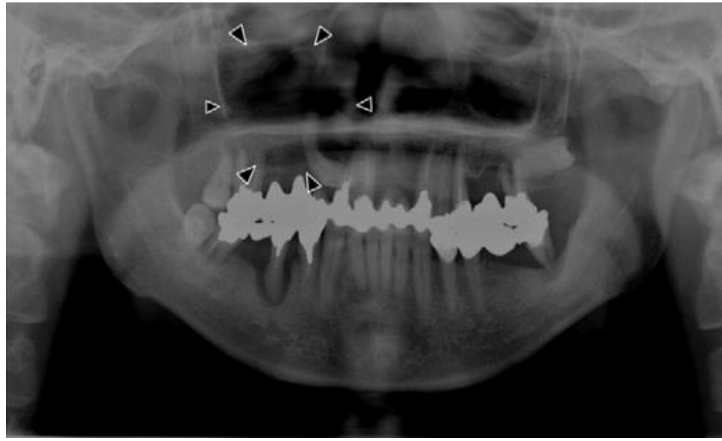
Ortopantomografia evidenciando a presença de um canino maxilar direito incluído e de uma lesão osteolítica, pouco definida, na região infraorbitária direita. Adaptado de (Yamada et al., 2010)
